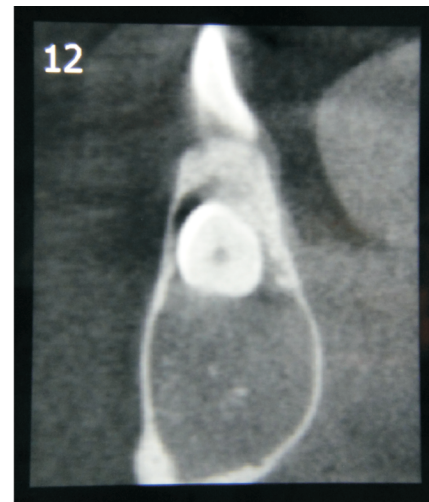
Tomografía volumétrica tipo cone beam, corte para axial: expansión leve de las corticales óseas vestibular y lingual, y presencia de calcificaciones en la zona central de la lesión.
